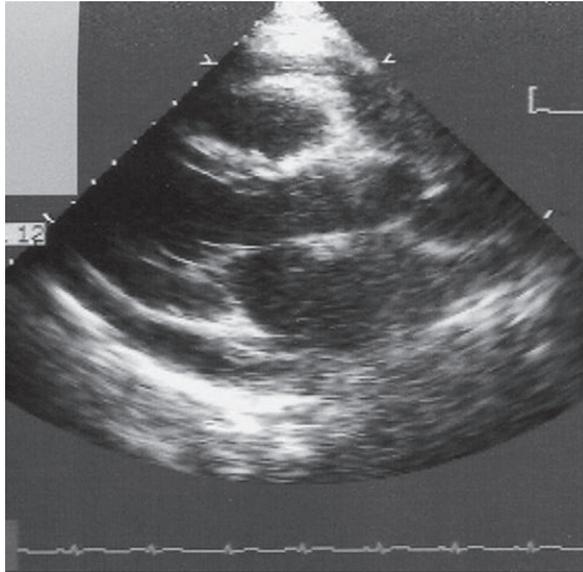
Échographie d'un épanchement péricardique de moyenne abondance.
